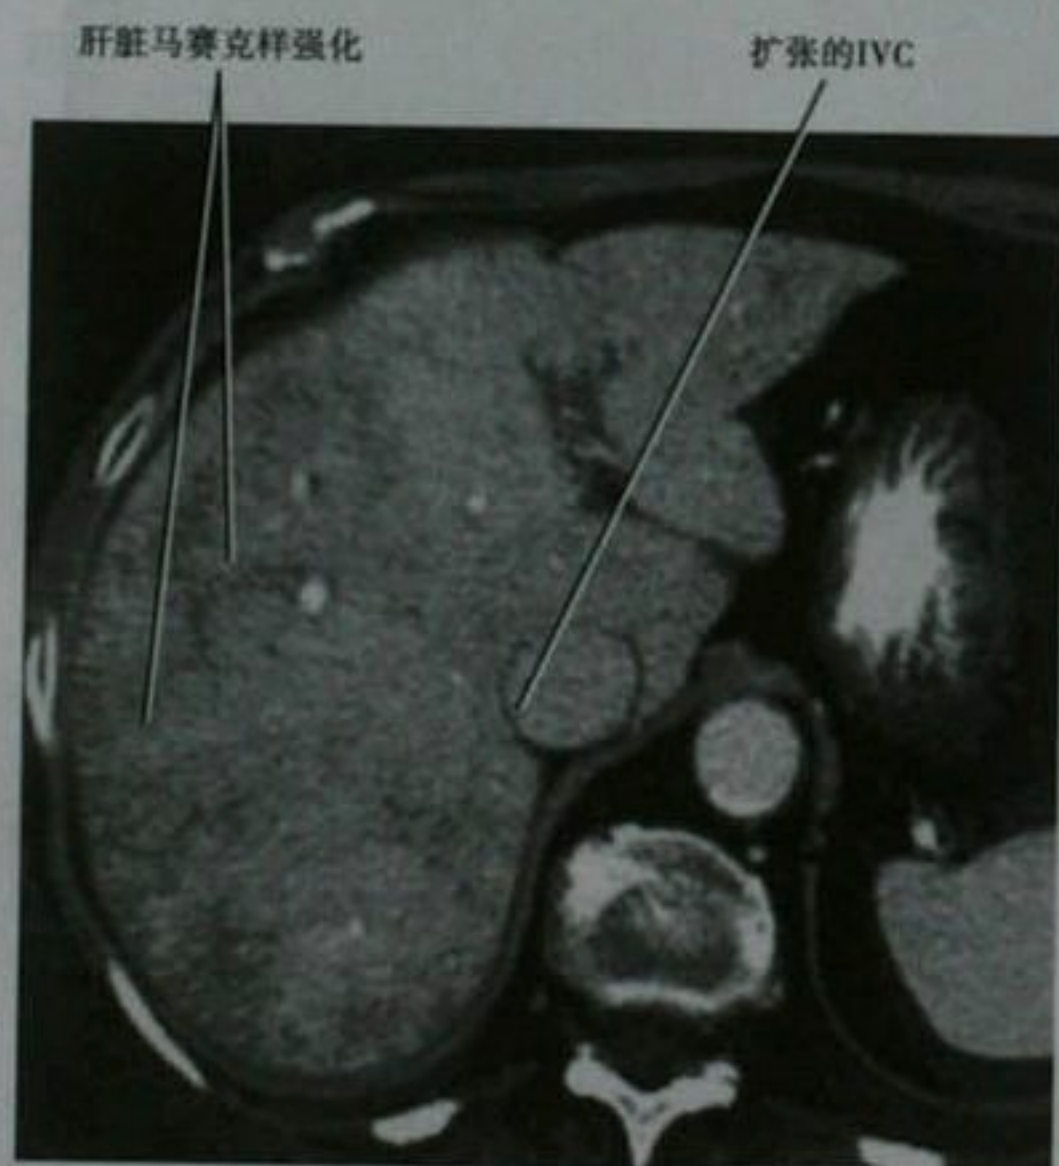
充血性心力衰竭患者的增强轴位 CT 图像
